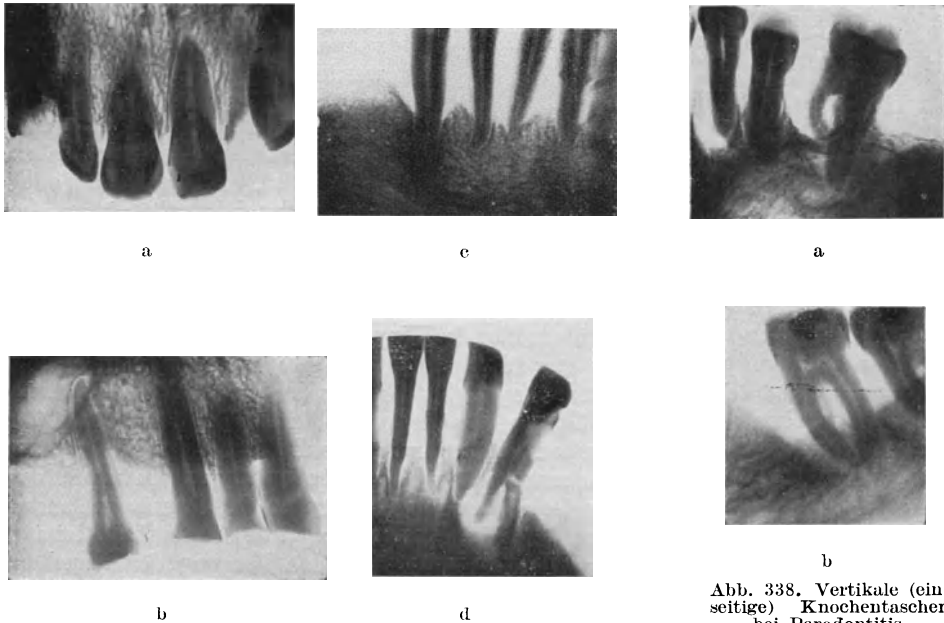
Röntgenbilder von Parodontitis verschiedenen Grades.
